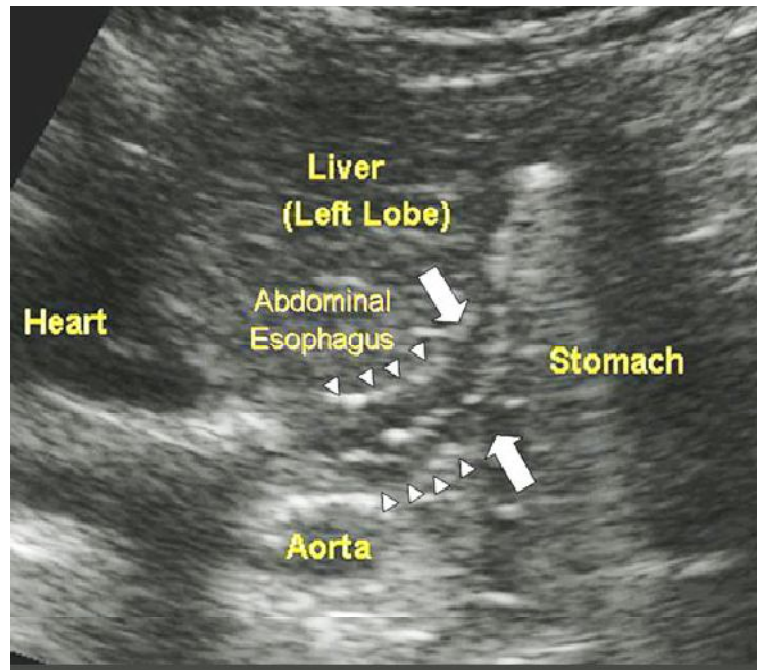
Sonogramme transverse et oblique de la jonction gastro-œsophagienne (flèches). L'œsophage est visualisée comme une structure tubulaire (pointes de flèche) avec une paroi hypoéchogène (couche musculaire) et le centre hyperéchogène (muqueuse et la lumière). [37]
